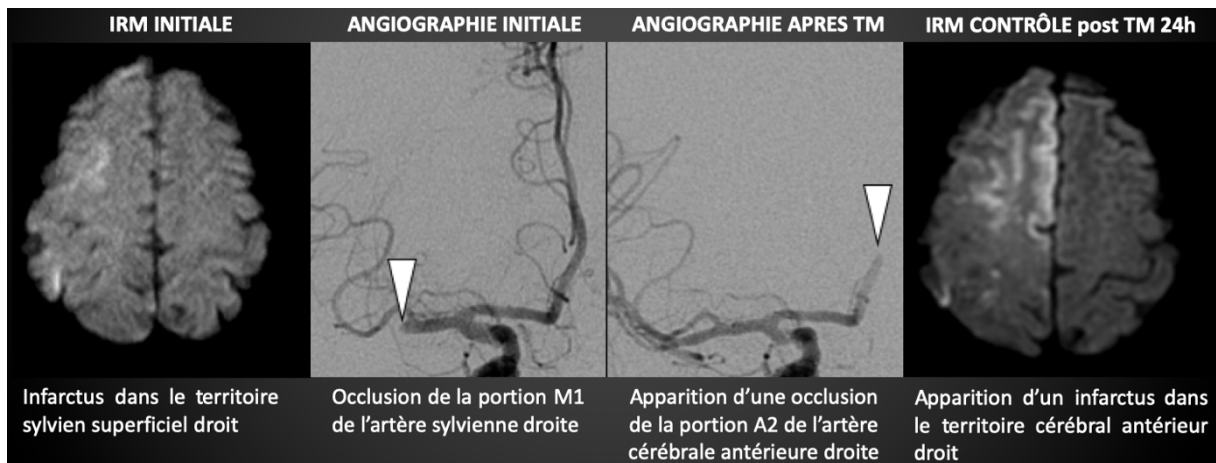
Embolisation dans un nouveau territoire : IRM INITIALE : séquence de diffusion montrant un infarctus dans le territoire sylvien superficiel droit ; DSA INITIALE angiographie avant TM montrant une occlusion de l'artère sylvienne droite dans son segment M1 (tête de flèche) ; DSA APRES MT : angiographie après TM montrant une bonne recanalisation de M1 droite mais l'apparition d'une occlusion dans un nouveau territoire (tête de flèche : segment A2 de l'artère cérébrale antérieure droite) ; IRM CONTRÔLE 24H : séquence de diffusion sur l'imagerie de surveillance à 24h montrant l'apparition d'un infarctus dans le territoire cérébral antérieur superficiel droit.
